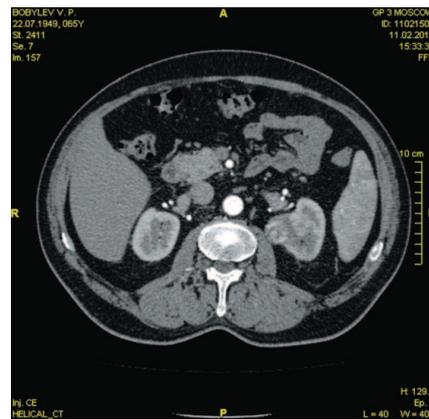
Пациент Б. Компьютерная томография с внутривенным контрастированием. Опухоль верхнего полюса левой почки
